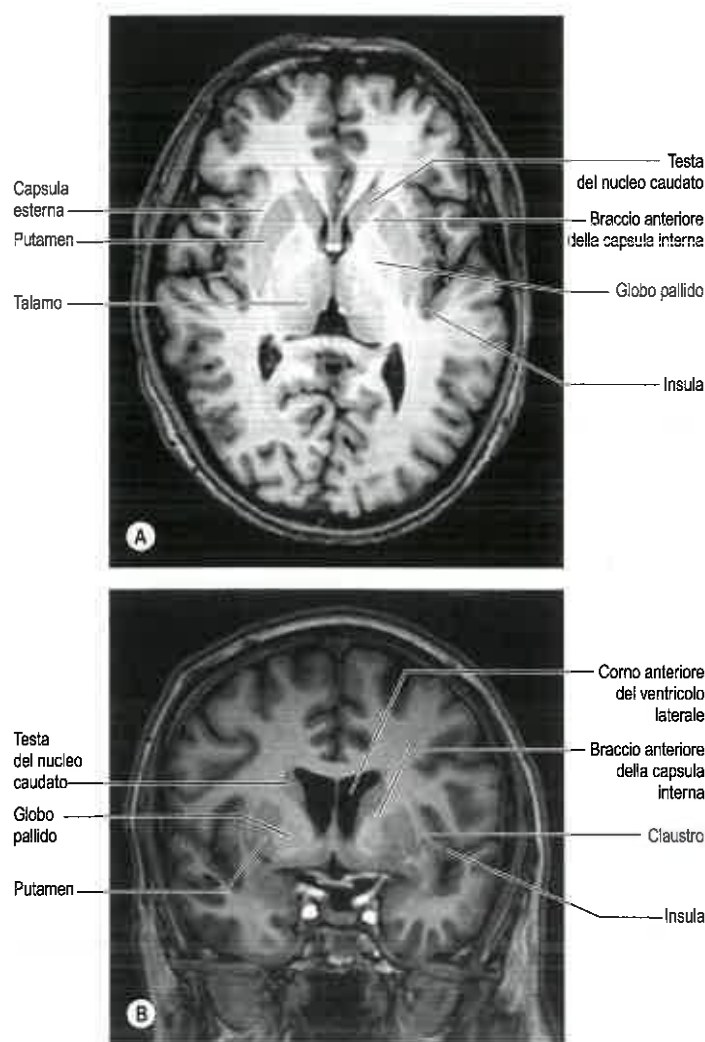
Immagini RM assiale (A) e coronale (B) dell'encefalo: sono evidenti i nuclei della base, il talamo e la capsula interna. (Per gentile concessione di Alan Jackson.)
